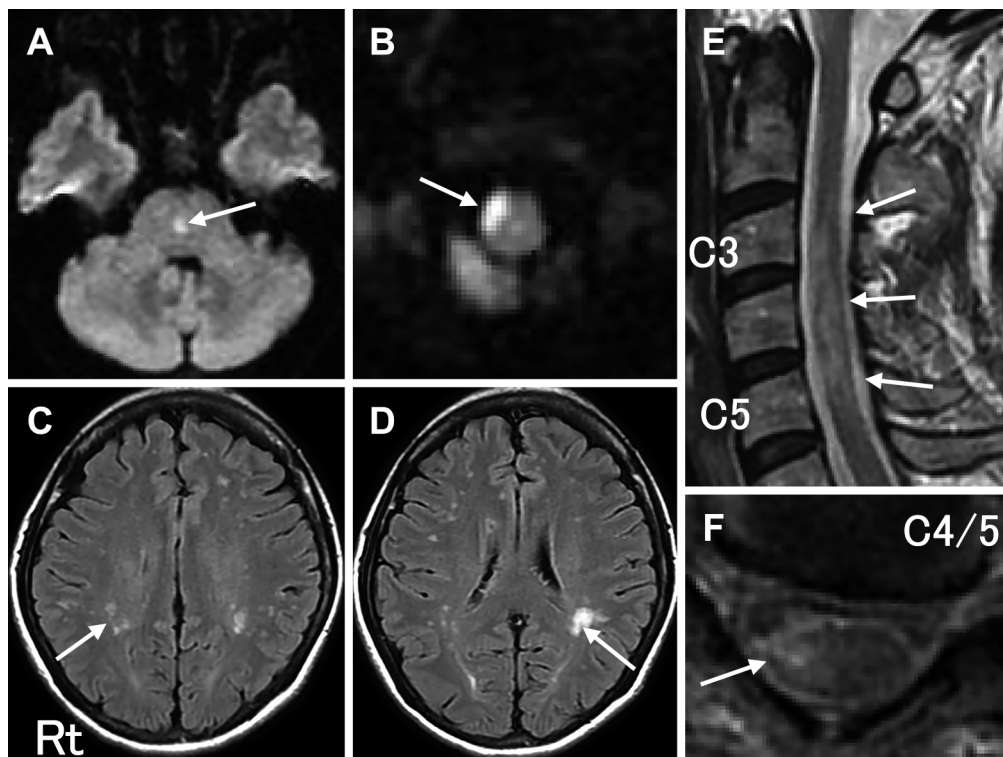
Brain and spine MRI findings at the age of 51.
